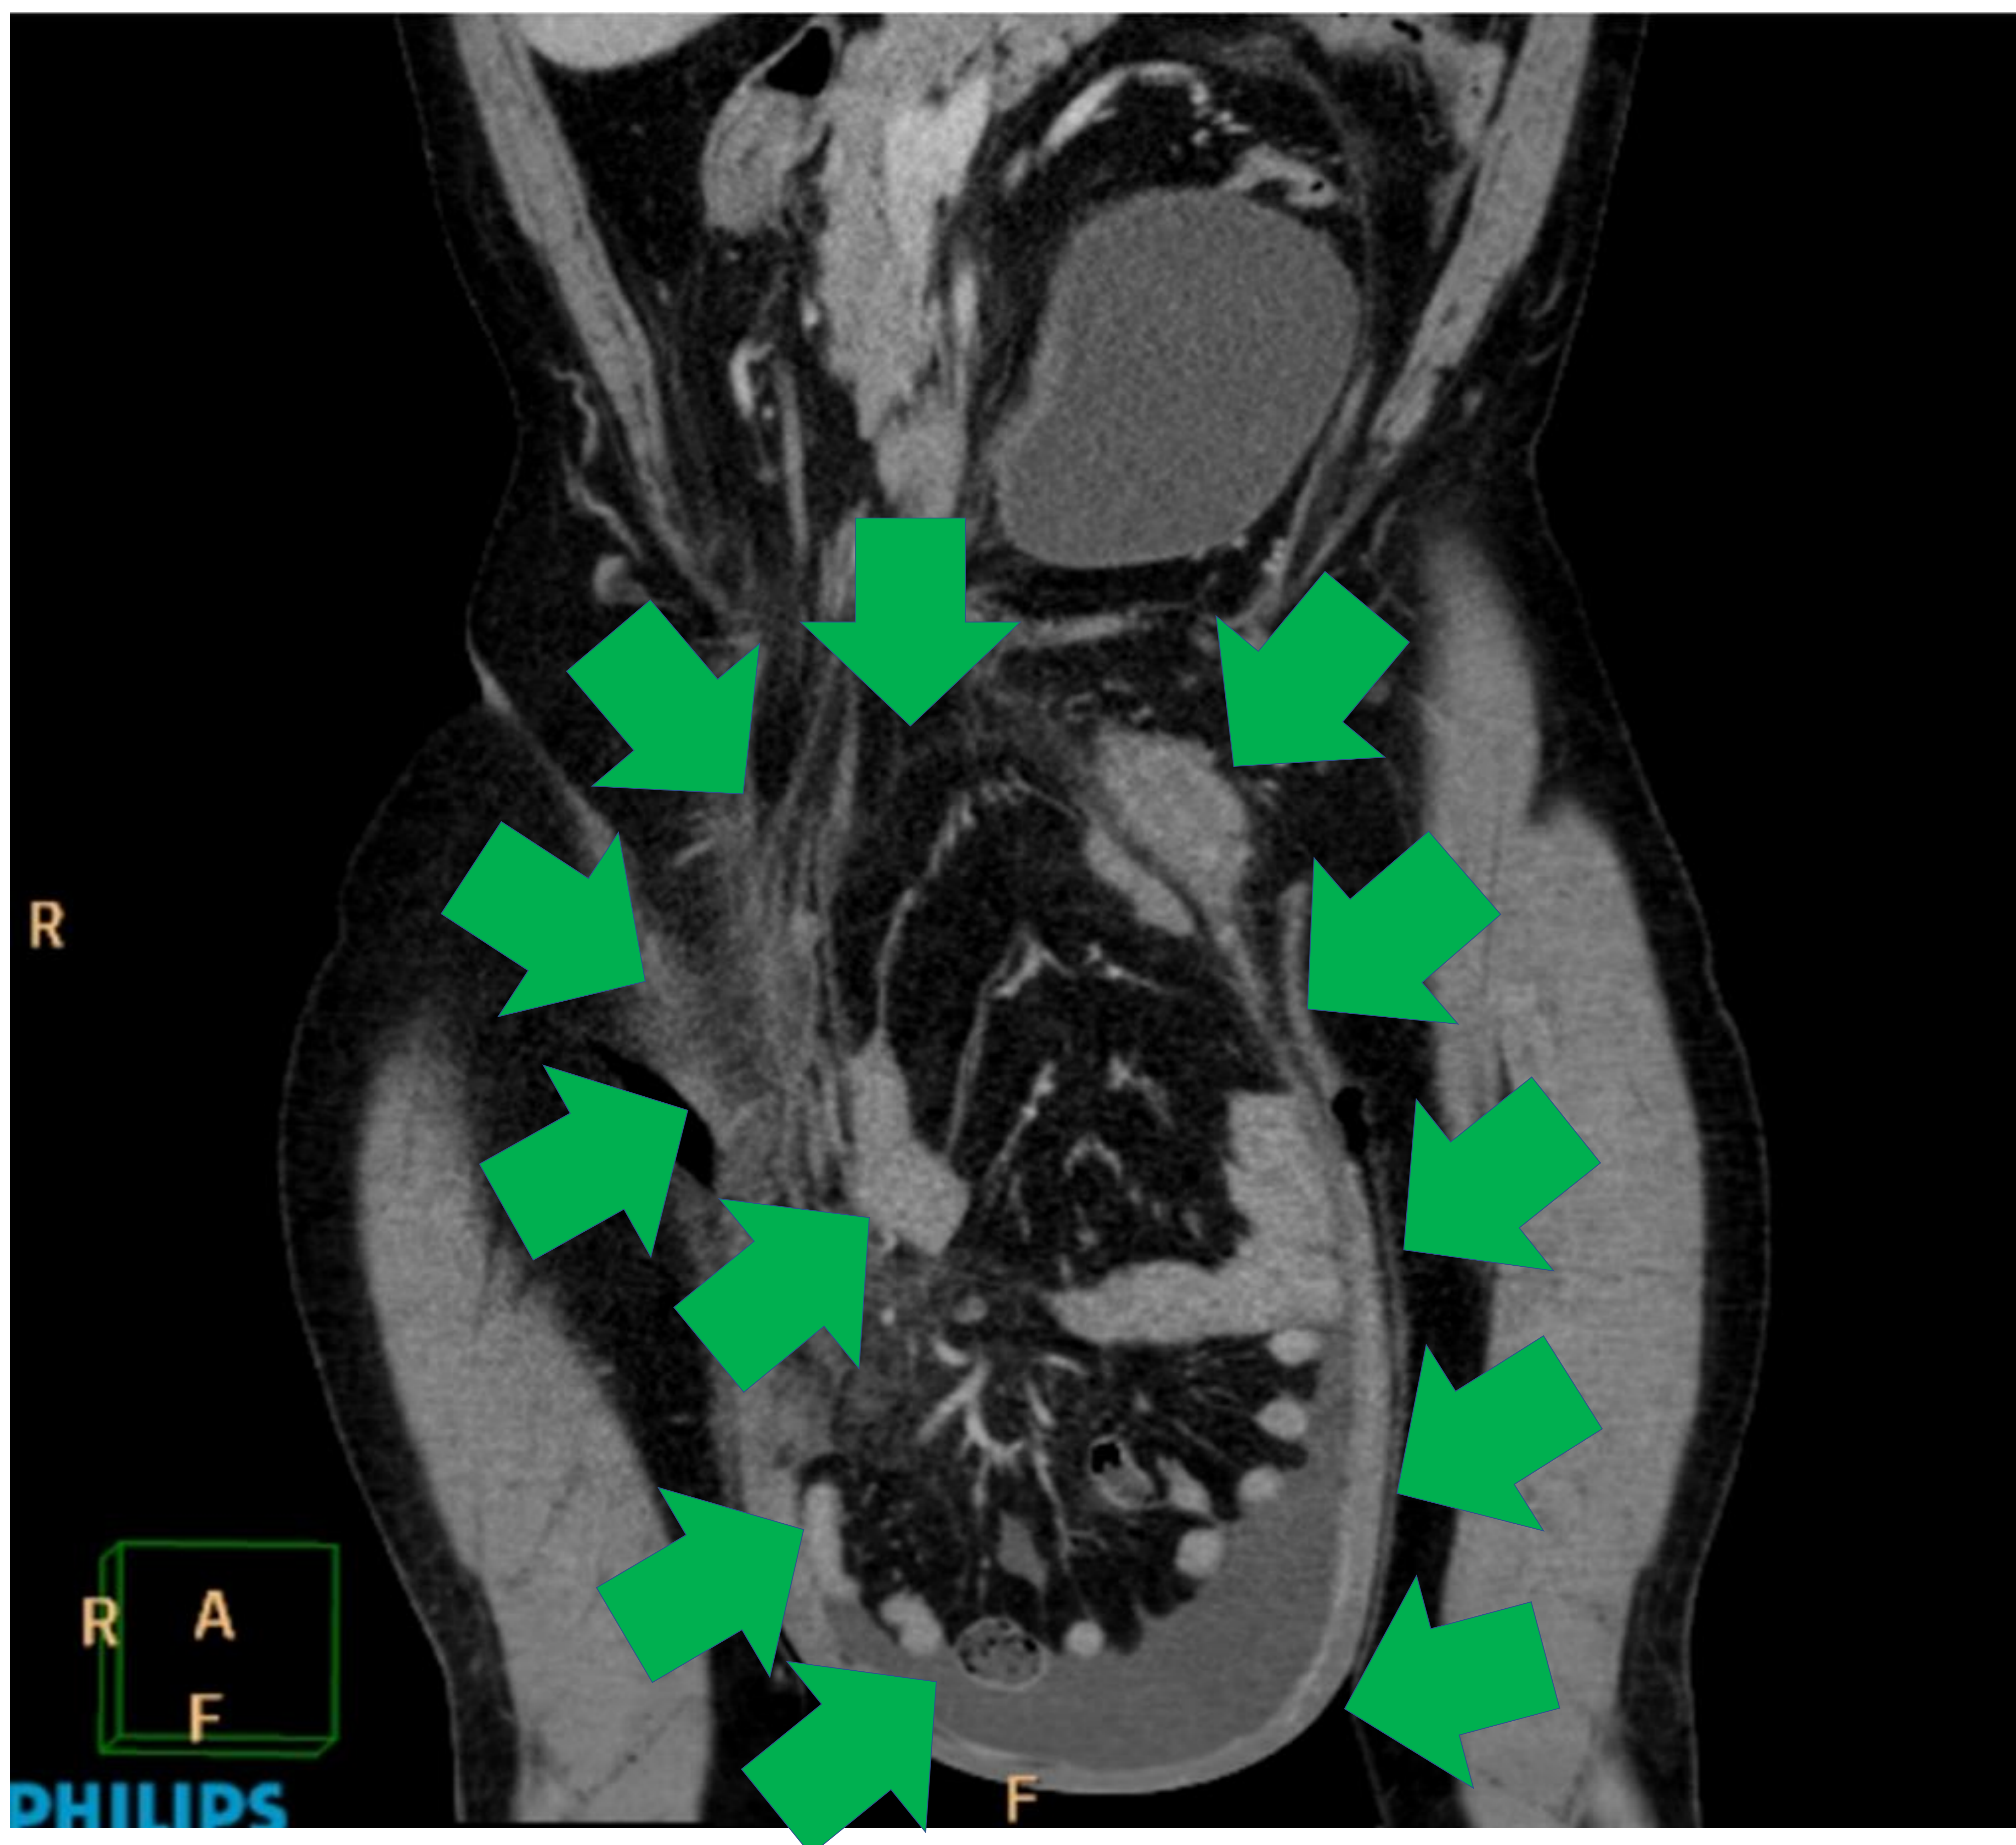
TC abdominal coronal sin contraste intravenoso.
